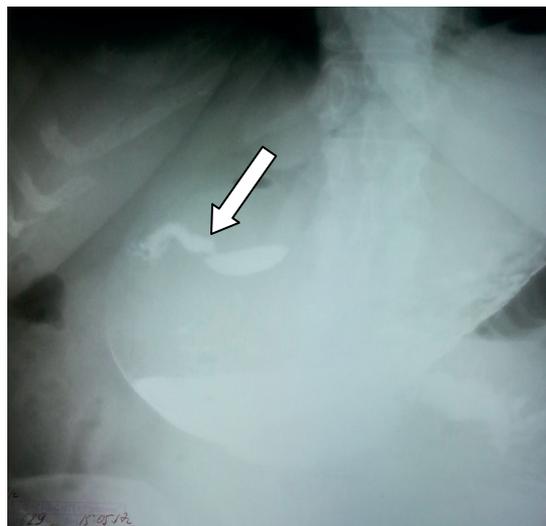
Обзорная рентгенография брюшной полости с пассажем контраста по ЖКТ. Стрелкой указано «депо» контраста в проекции желчного пузыря
